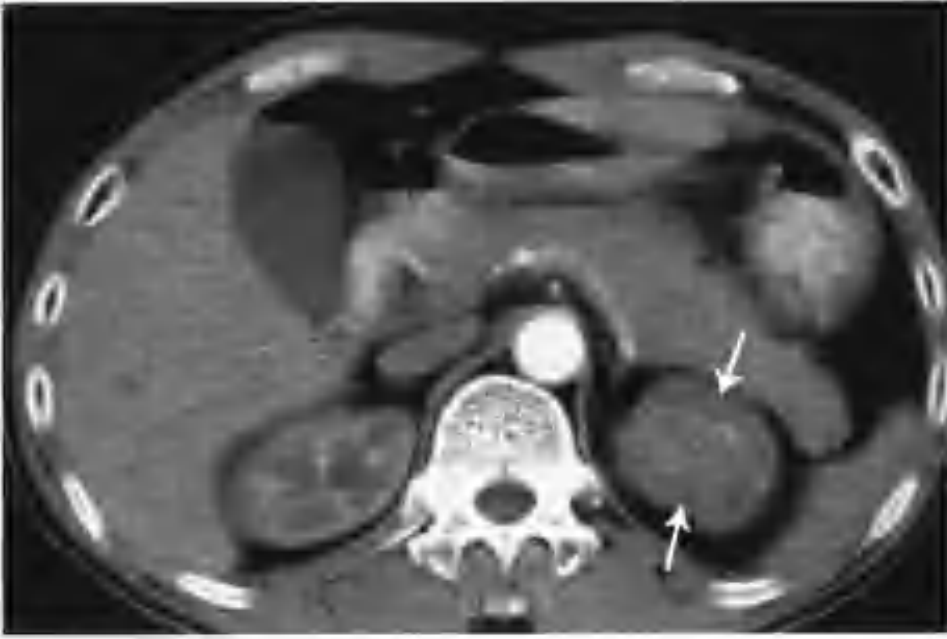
与图 2-1-124 为同一病例，增强扫描肾皮质期肿瘤轻度均匀强化，CT 值 72HU（箭头）
